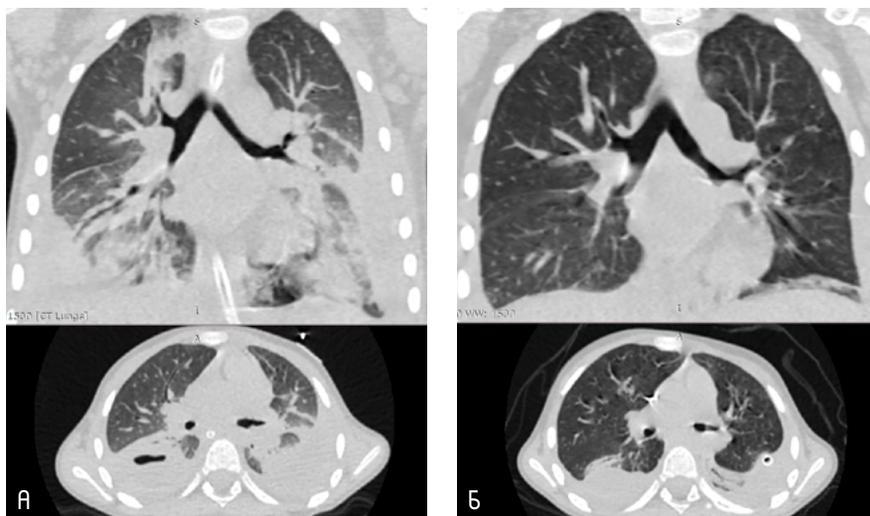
Пациентка Эвелина К., 5 лет. МСКТ с контрастным усилением от 28 декабря 2020 года, коронарный и аксиальный сканы. А — визуализируются гидроторакс слева и гидропневмоторакс справа, плеврит, множественные участки интерстициальных изменений по типу «матового стекла» в обоих лёгких. Б — положительная динамика по данным повторного исследования через 8 дней.
